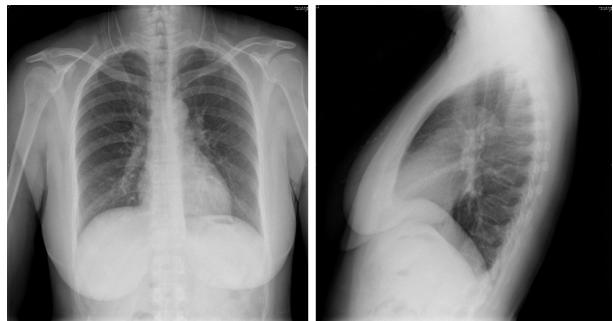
2018年2月6日胸部正侧位X线片示双肺纹理重(双下肺为著)
